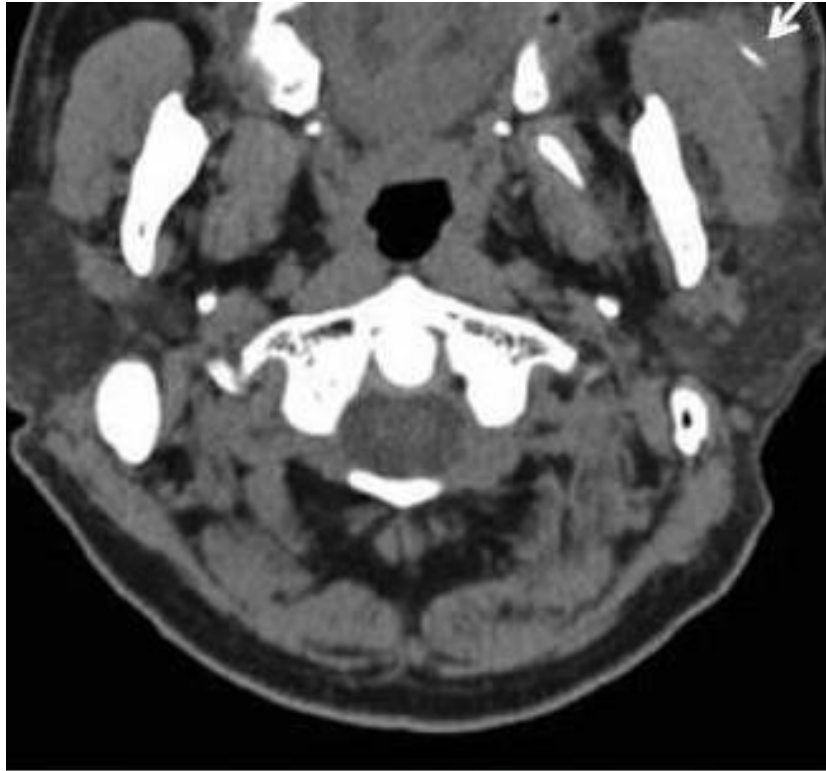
A, Axial computed tomography (CT) scan showing a portion of linear calcification in the left anterior masseter muscle with a lowdensity area (arrow). B, A 3-dimensional CT image showing linear calcification (arrow).
